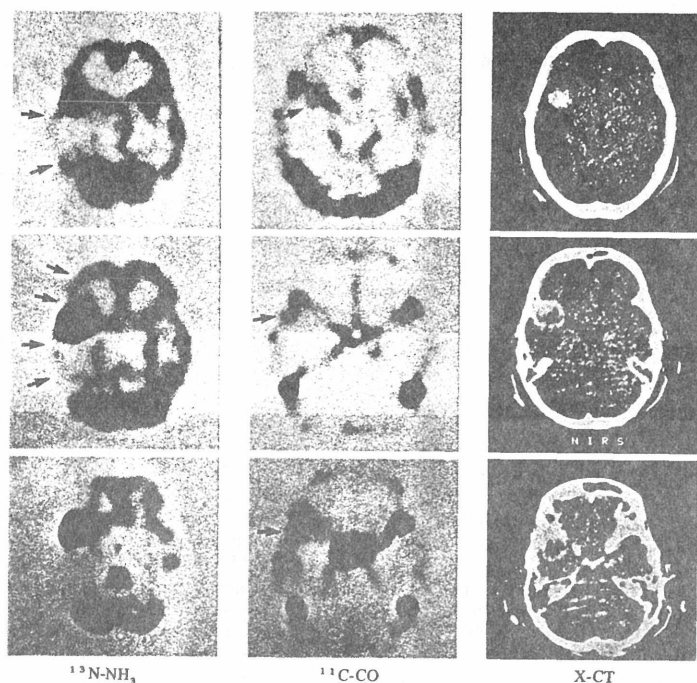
Case 10: Meningioma. Images of $^{13}\text{N-NH}_3$, $^{11}\text{C-CO}$ and X-CT. Left sphenoid wing meningioma was noted by increased accumulation indicated by arrows.
